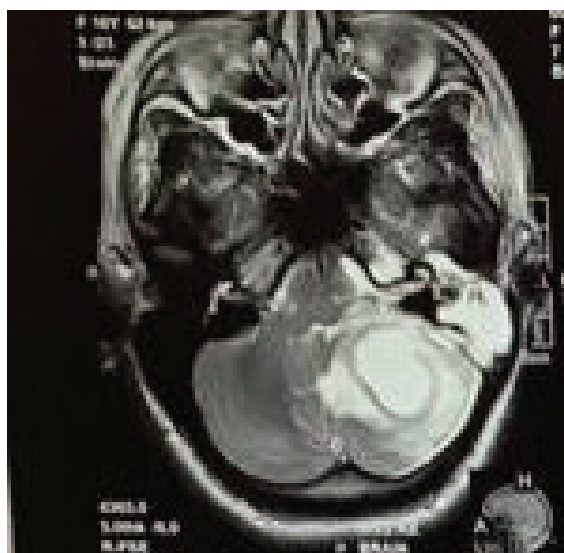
МРТ головного мозга, абсцесс левой гемисферы мозжечка
